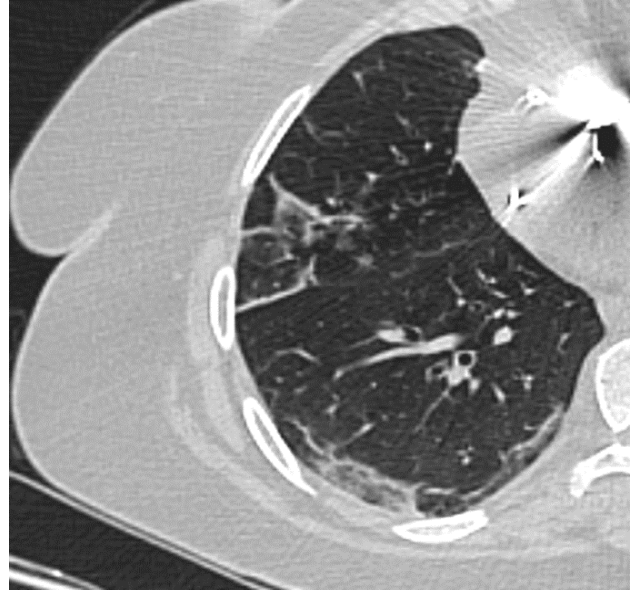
69 yaşında semptomatik kadın olguda kuru öksürük ve ateş şikayetleri mevcut olup yapılan RT-PCR testi sonucu pozitif geldi. Çekilen toraks BT'de sağ üst lobda retiküler dansiteler, bronş duvarlarında kalınlaşmalar ve yaygın bronşiektazi görünimleri dikkati çekti.
